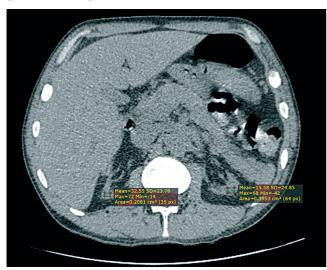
Нативная КТ собственных почек.
